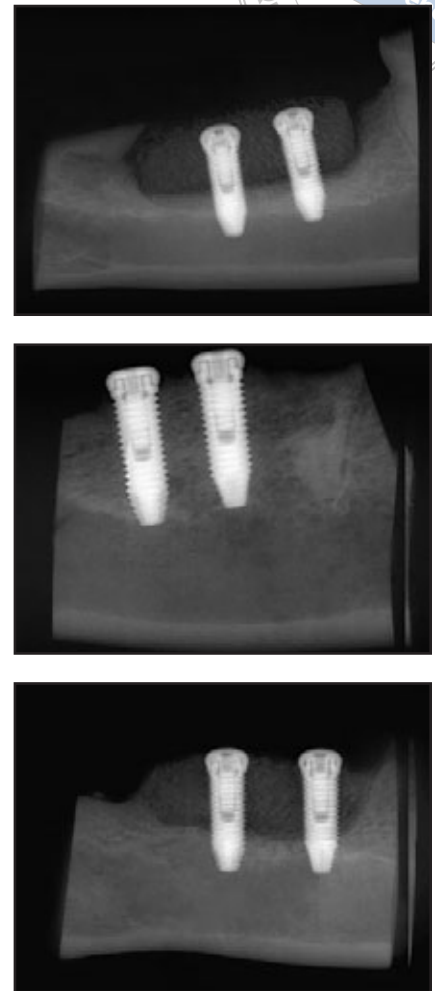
Repräsentative periapikale Röntgenbilder aus jeder der vier Gruppen vor dem Einschlafen der Tiere. Die Gruppen A (oben links) und B (oben rechts) zeigen keine erhöhte Röntgendichte. (Mitte) Bei Gruppe C zeigt sich eine signifikant erhöhte Röntgendichte und somit eine gute Integration des neugebildeten Knochens in den natürlichen Knochen. (unten) Bis auf ein Biopsat zeigten die Biopsate der Gruppe D koronal zum Basalknochen nur eine geringe neue Röntgendichte.
